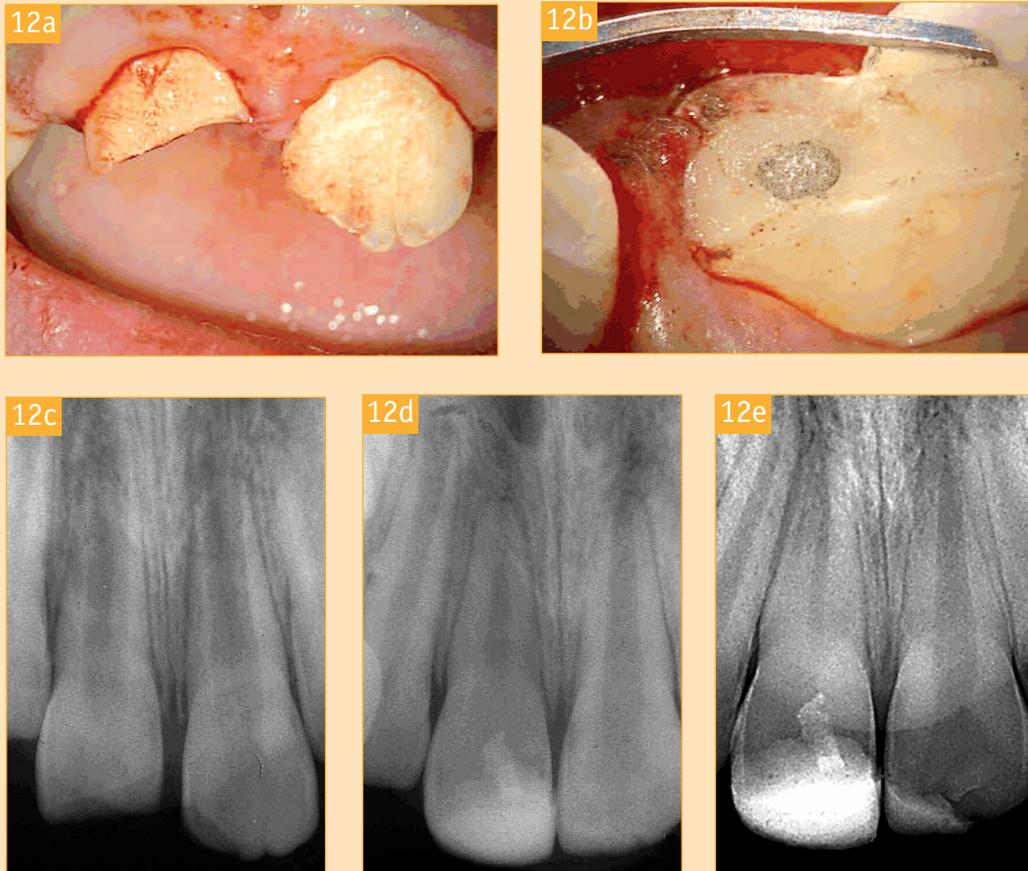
Coiffage pulpaire au MTA® (a et b) d'une incisive centrale maxillaire gauche immature (c) récemment traumatisée. La radiographie de contrôle à 1 an post opératoire objective la fin de l'édification radicaire de la dent et de sa collatérale. Le contrôle à 24 mois objective une diminution « anormale » de la lumière canalaire.
